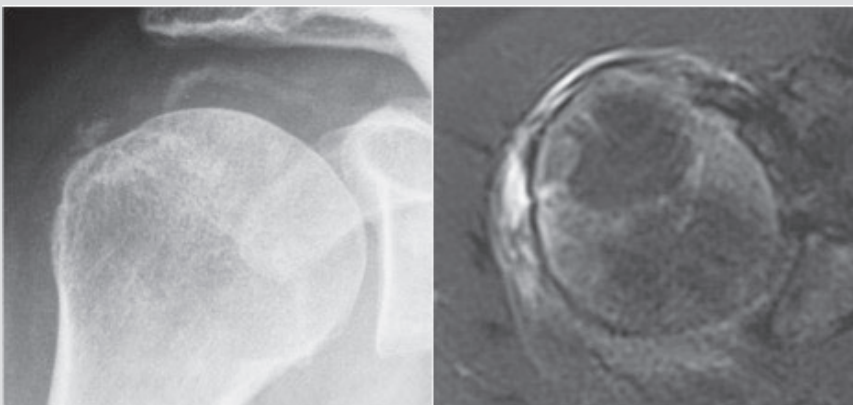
La résorption intra-tendineuse de calcifications est responsable d'un hypersignal suspect au sein du tendon en IRM, mimant une rupture.
